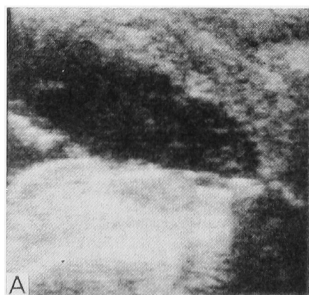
A. Transrectal linear ultrasonogram 10 minutes after transurethral balloon dilatation (case 1).
